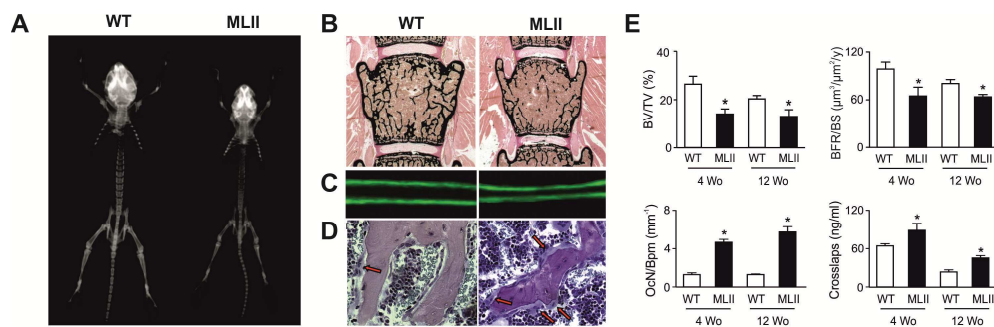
Phänotypische Analyse des Knochenverlustes bei 4- und 12-Wochen alten MLII-Mäusen im Vergleich zu Kontrollgeschwistertieren (n = 5). (A) Radiographische Untersuchung 12 Wochen alter Mäuse. (B) Von Kossa/van Gieson Färbung nicht dekalzifizierter Wirbelkörperschnitte. (C) Fluoreszenzmikrographie eines Calcein-markierten Knochenschnittes. (D) Toluidine blau-gefärbte nicht dekalzifizierte Wirbelkörperschnitte (rote Pfeile weisen auf Osteoklasten). (E) Histomorphometrische Quantifizierung des Knochenvolumens pro Gewebvolumen (BV/TV), der Knochenformationsrate pro Knochenfläche (BFR/BS) und Anzahl der Osteoklasten pro Knochen-Perimeter (OcN/Bqm) sowie Serumkonzentration der Knochenresorptionsmarker Crosslaps (Abbaufragment des Kollagen Typ I) (Kollmann *et al.*, 2013).
